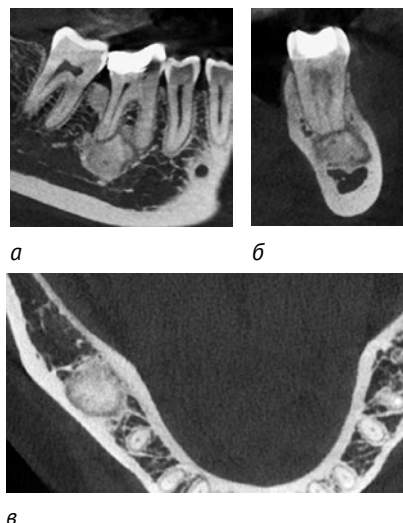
КЛКТ пациентки Д. (а – фронтальный реформат; б – сагиттальный реформат; в – аксиальный реформат). В периапикальной области 4.6 зуба определяется гиперплотное образование, окруженное ободком просветления – ФОЦД, остеосклеротическая стадия развития Fig. 1. CBCT of the patient D. (a – frontal reformat, b – sagittal reformat, c – axial reformat). In the periapical area of the 4.6 tooth, a hyperdense formation surrounded by a rim of enlightenment is defined – FCOD, the osteosclerotic stage
